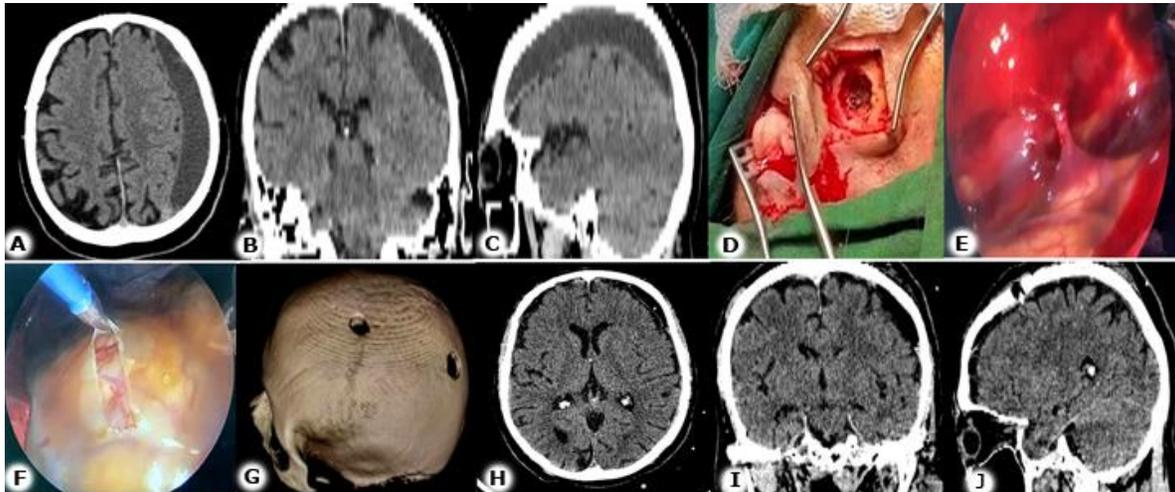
A, B y C: TAC de hematoma subdural crónico hemisférico izquierdo. D: Orificios de trépanos transoperatorios. E: Visualización endoscópica intracraneal (* venas puente). F: Fenestración de la cápsula visceral. G: Reconstrucción en 3D del cráneo. H, I, J: TAC posoperatoria.
